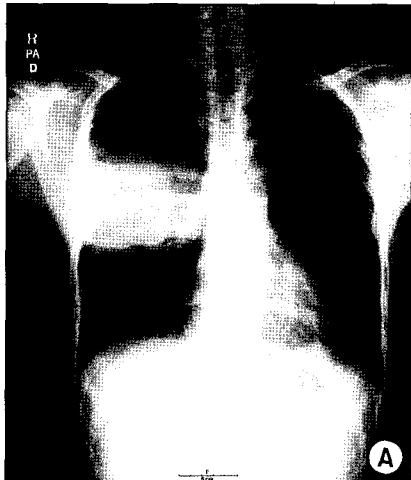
Preoperative chest radiology of patient 1. A: The initial chest PA; About 11 cm size, large mass is observed in right middle hemithorax. B: Chest MRI shows large lobulating soft-tissue mass in the right middle lung zone, which involves chest wall with osteoblastic and osteolytic change on underlying bone and attaches to right main bronchus, superior vena cava. Focal lung invasion by tumor is suspected.
